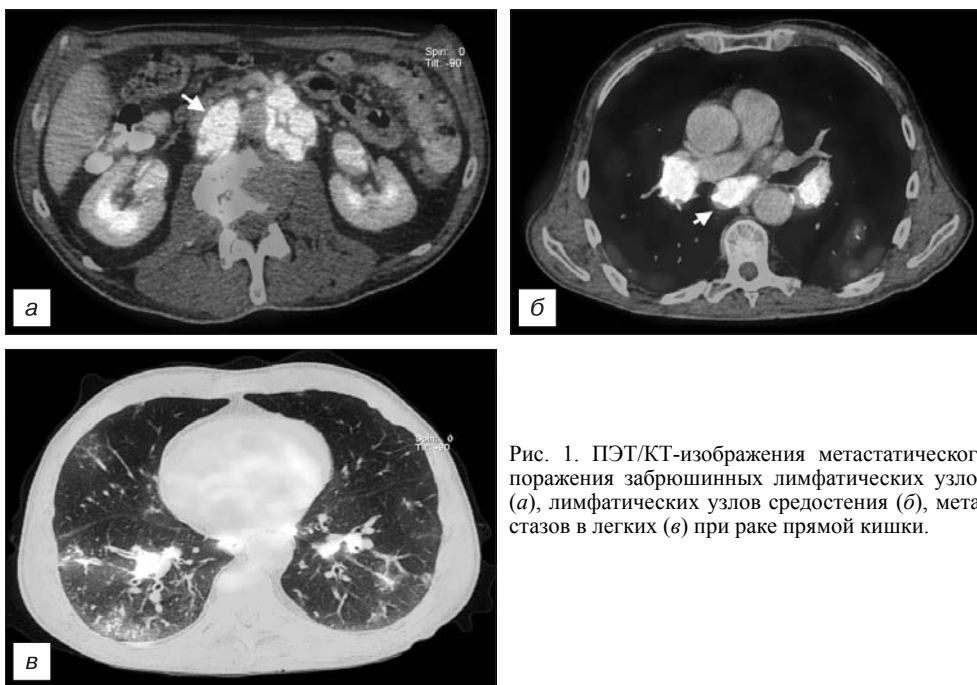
ПЭТ/КТ-изображения метастатического поражения забрюшинных лимфатических узлов (а), лимфатических узлов средостения (б), метастазов в легких (в) при раке прямой кишки.
